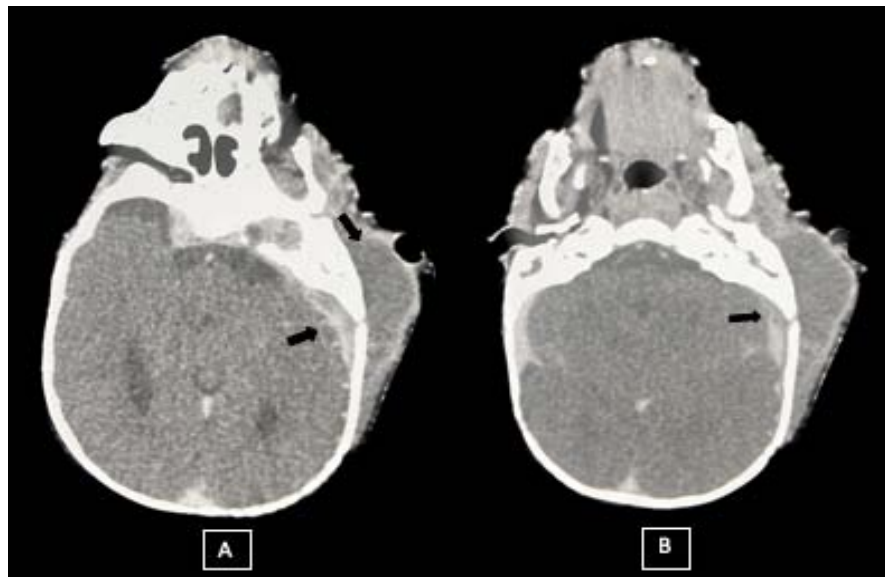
TDM cérébrale C+ d'un malade de notre série montrant :
